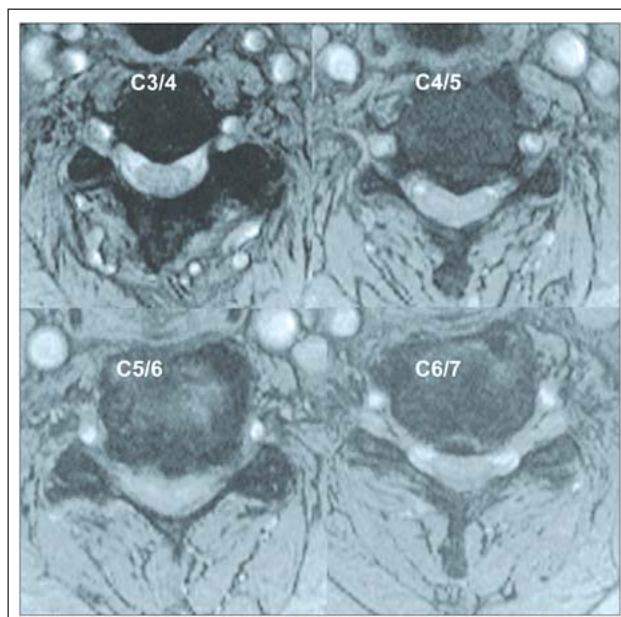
MRT in transversaler Schnittrichtung (Pat. aus Abb. 2) durch die Zwischenwirbelsäulen C3/4–C6/7. Darstellung der Spinalkanalstenose mit Myelonompression.
